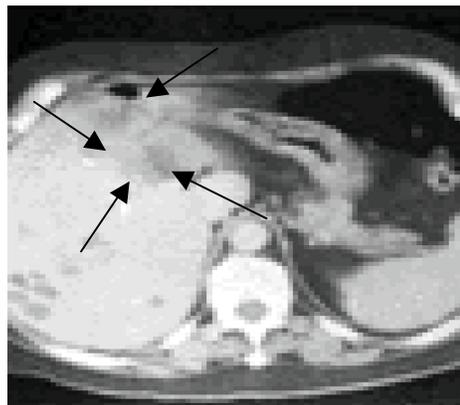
TAC, imagen del absceso hepático.
